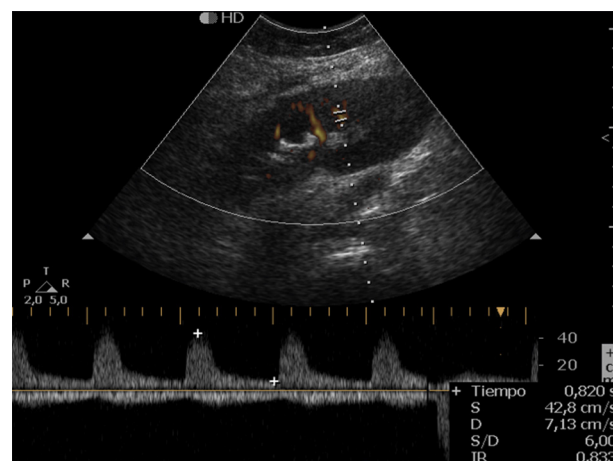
Ecografía renal con power Doppler y espectro. Se miden velocidad sistólica máxima y diastólica a fin de determinar el índice de resistencia, que en este caso fue elevado (0,833).
